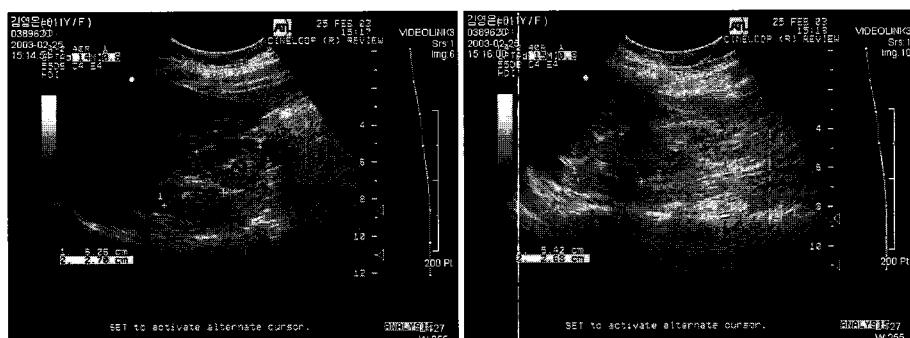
Renal ultrasonogram showed decreased renal size($5.4 \times 2.3 \text{ cm}^2$ at right side, $5.6 \times 2.8 \text{ cm}^2$ at left side) and poor corticomedullary differentiation with increased echogenicity at the initial presentation.
